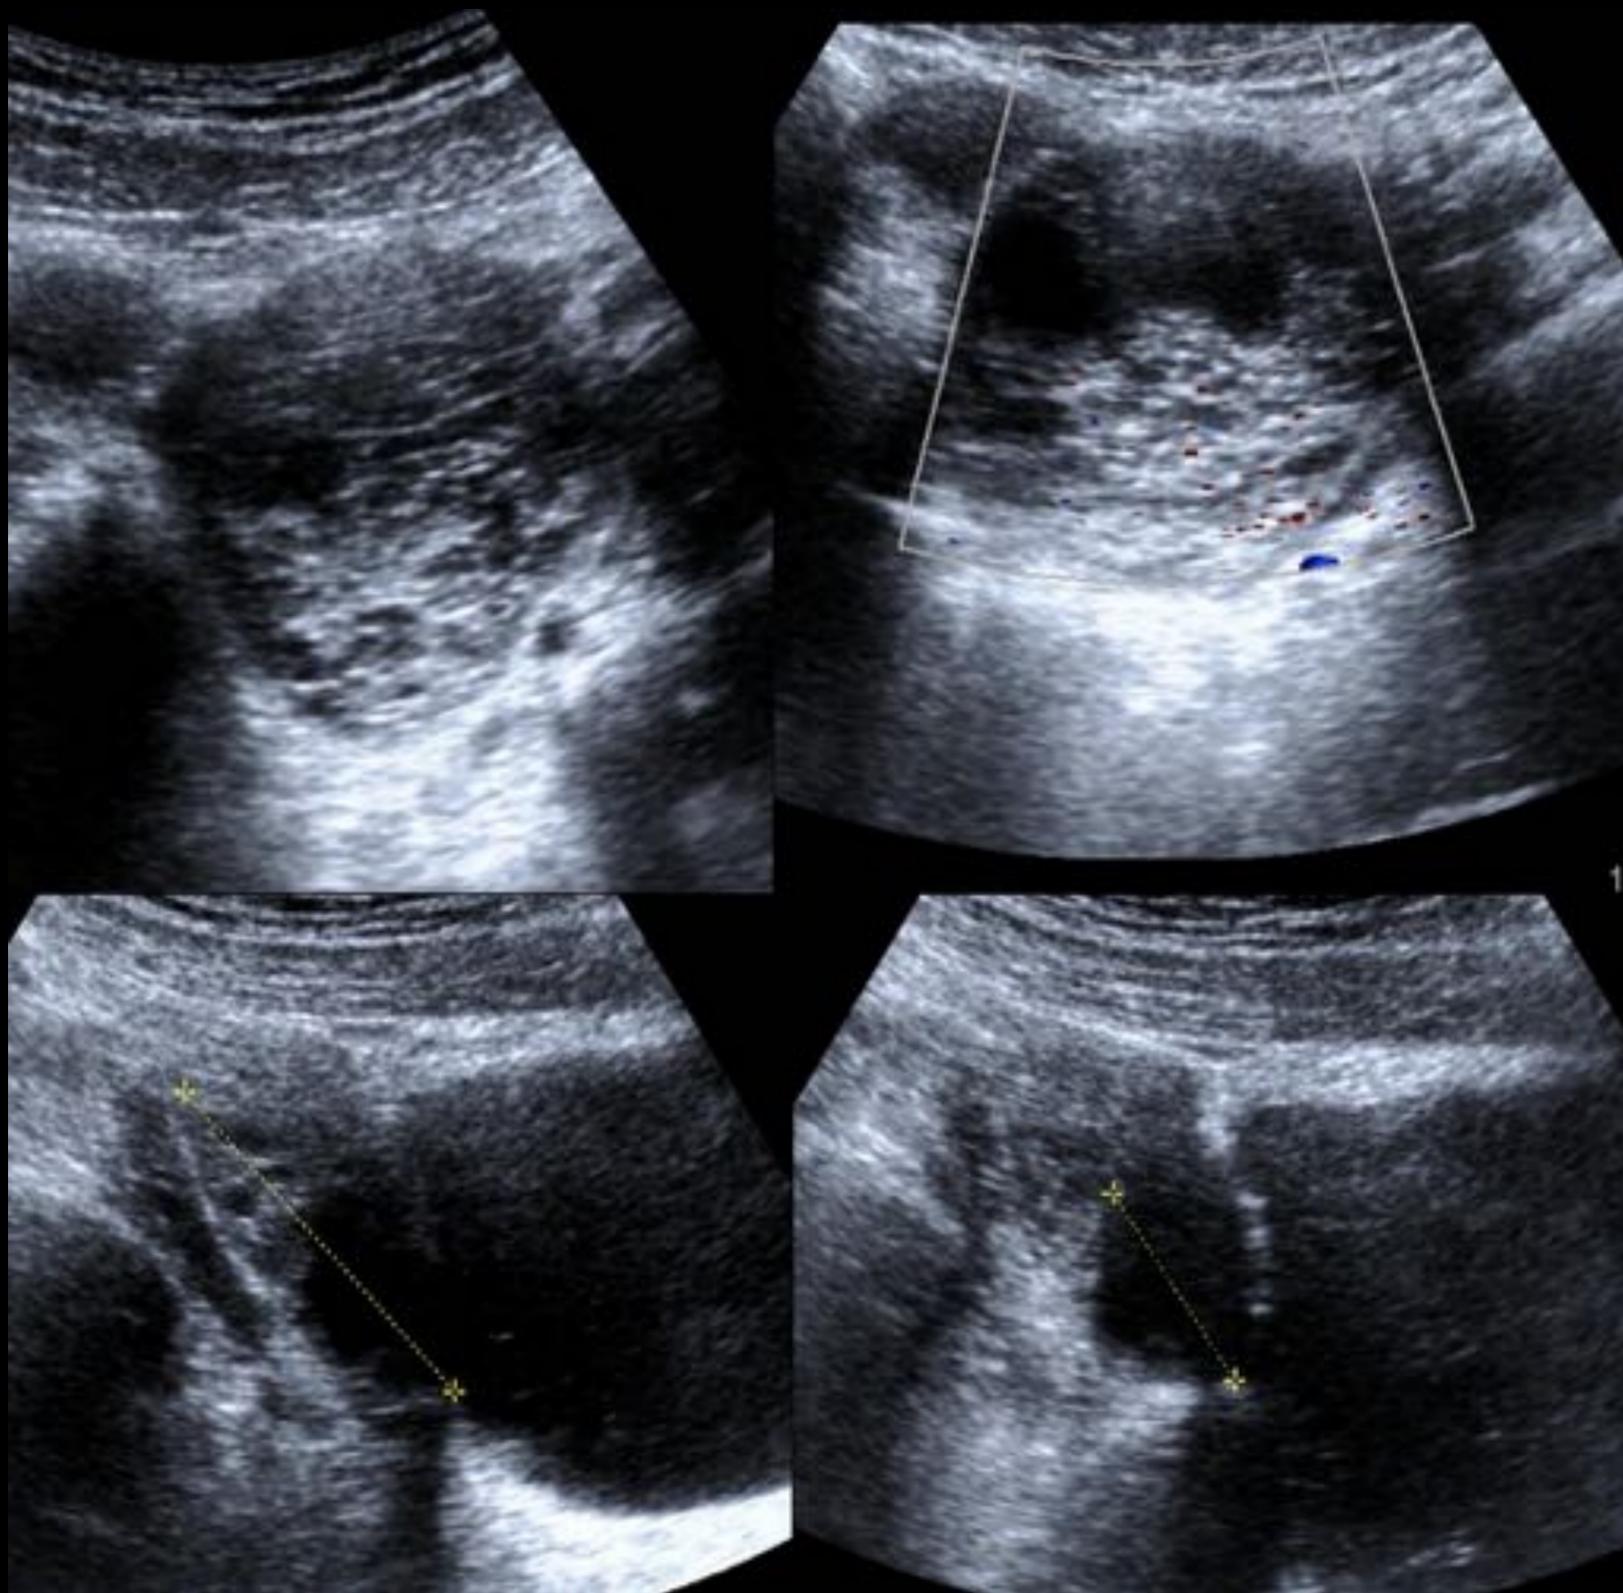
Lesión quística compleja con patrón reticular y ausencia de vascularización en el estudio doppler color, con ecografía de control a las 6 semanas donde se visualiza su práctica resolución.
